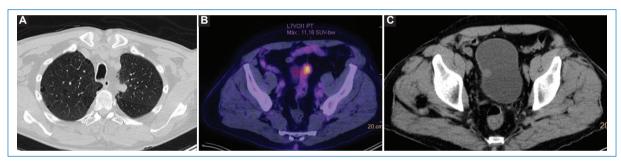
Paciente de sexo masculino de 71 años con diagnóstico de tumores múltiples, con lesión primaria en pulmón izquierdo evidente en la TC (A), en sigma en método de fusión PET-TC (B) y en vejiga en corte axial de TC (C).
